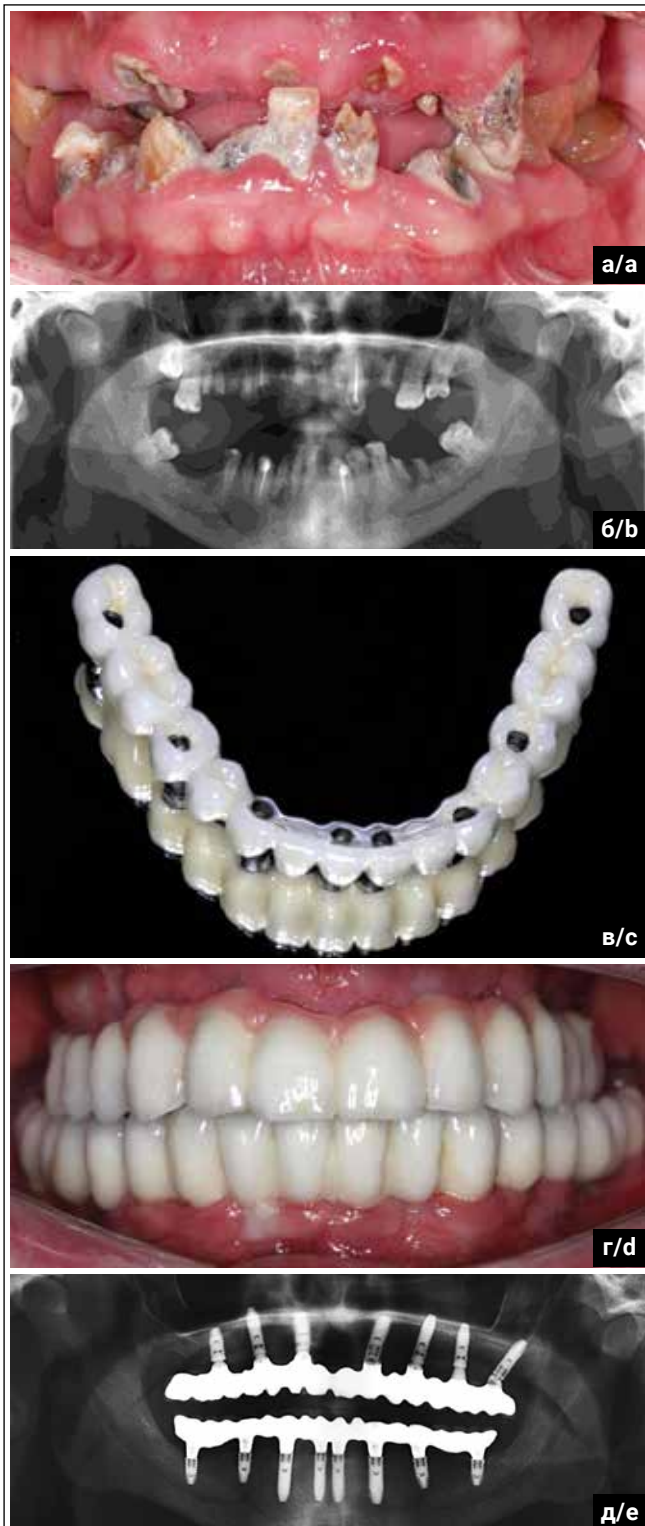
Клиническая картина при декомпенсированных зубных рядах пациента Б., 56 лет: а) зубные ряды до лечения; б) панорамная рентгенограмма до лечения; в) окончательный имплантационный протез нижней челюсти; г) наложение окончательных имплантационных протезов; д) панорамная рентгенограмма после лечения
